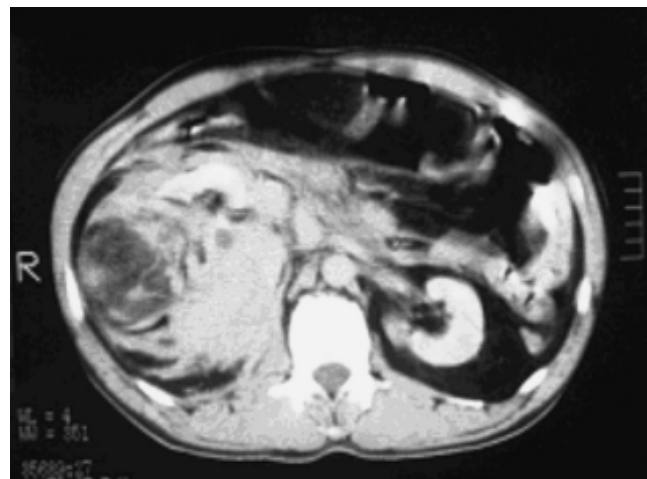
TC paciente con angiomiolipoma + hematoma.
